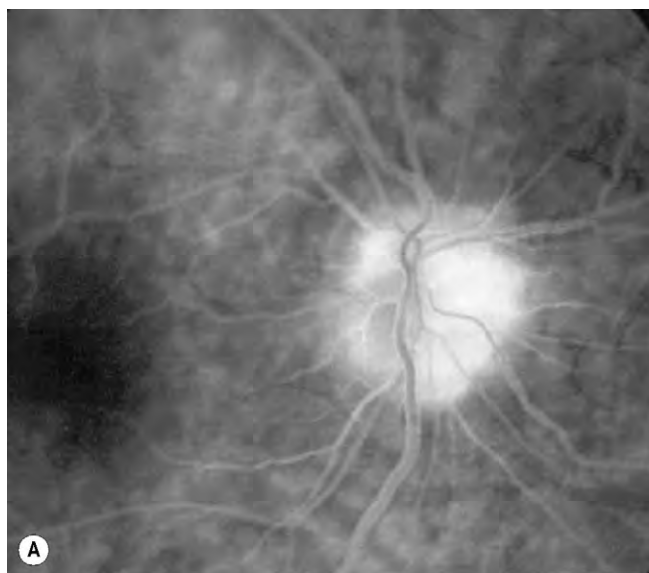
Imagen de las drusas en la papila. (A) La fase tardía de la AGF muestra hiperfluorescencia sin filtración; (B) la ecografía en modo B muestra una alta reflectividad acústica; (C) la TC axial muestra drusas bilaterales.
